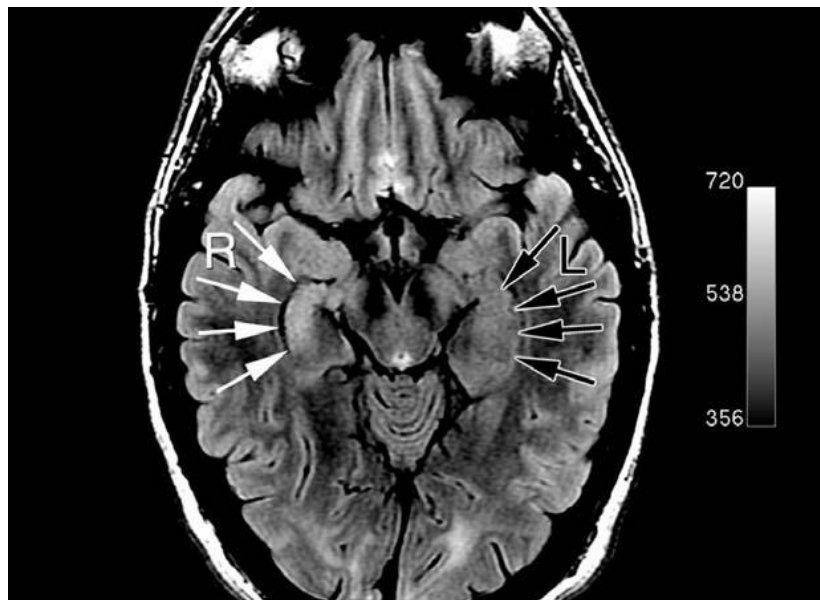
Imagen que muestra una imagen por resonancia magnética obtenida en T2-FLAIR obtenida de un paciente de 25 años con crisis focales, la imagen muestra hiperintensidad del hipocampo derecho con pérdida de volumen (flechas blancas) , característico de la esclerosis mesial del lóbulo temporal. las flechas negras muestran el hipocampo derecho para comparación. (tomado de <sup>16</sup>)
